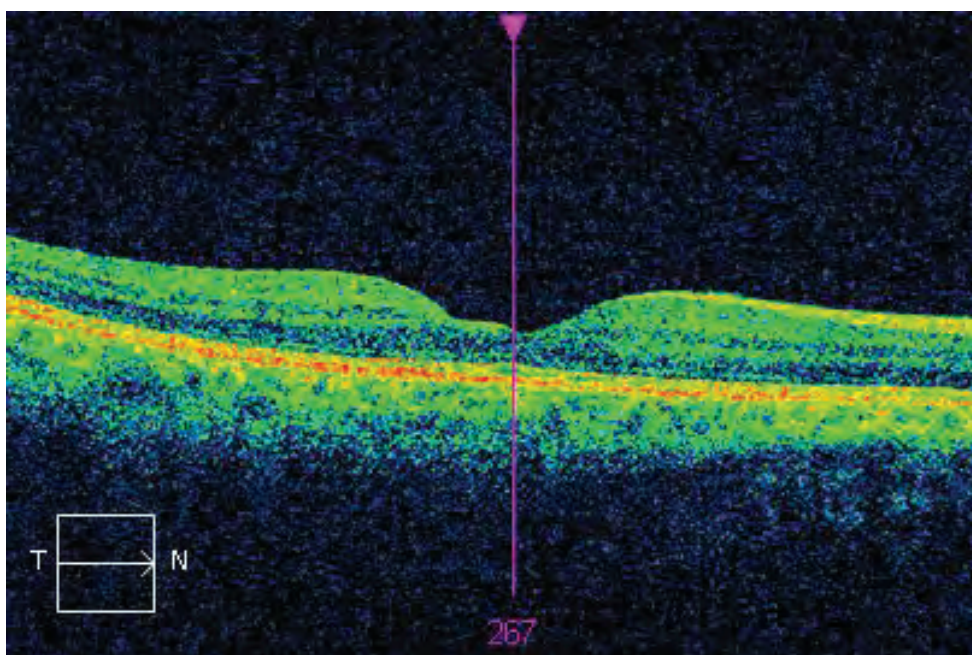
Оптическая когерентная томография больного Б. с возрастной макулярной дегенерацией после лечения
